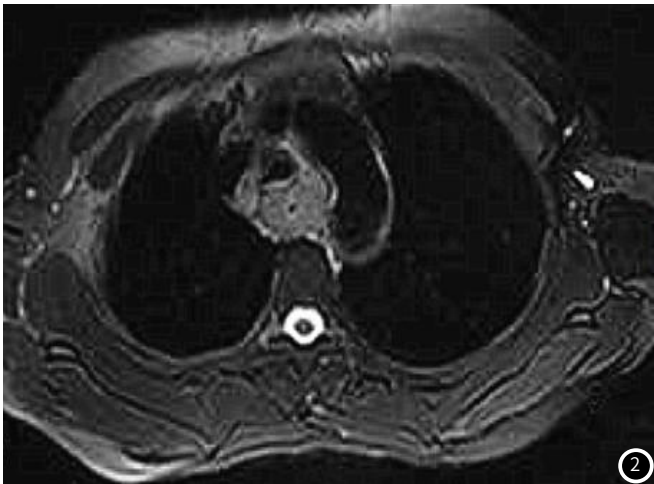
食管癌CT图像：食管上中段管径增粗，管壁明显增厚，管腔狭窄。图2 食管癌DWI图像：食管上段管壁不规则增厚，管腔狭窄，未见明显肿块外侵征象。
